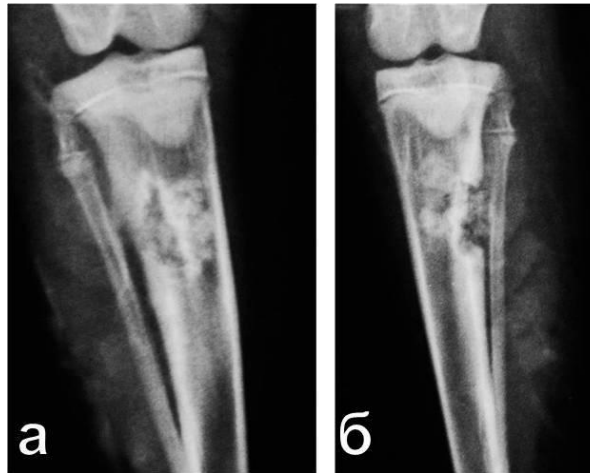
Контрольные рентгенограммы голени кролика на 1-е сутки после санирующей операции: а – группа 1В; б – группа 1Ф
